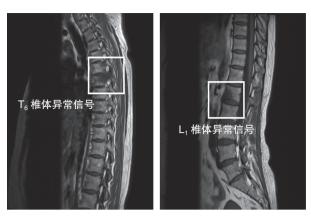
胸腰椎 MRI T_6 椎体右后缘、 L_1 椎体前下缘见斑片状长 T_1 等及稍短 T_7 信号,压脂相呈高信号
